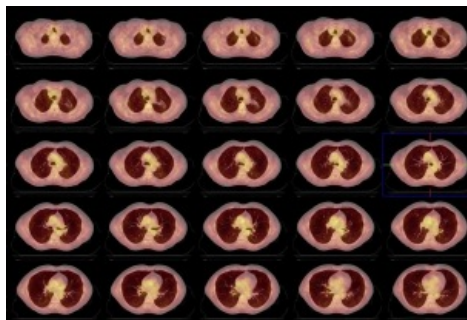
Imágenes de fusión PET-CT de tórax donde se observan ambas lesiones (flechas).
